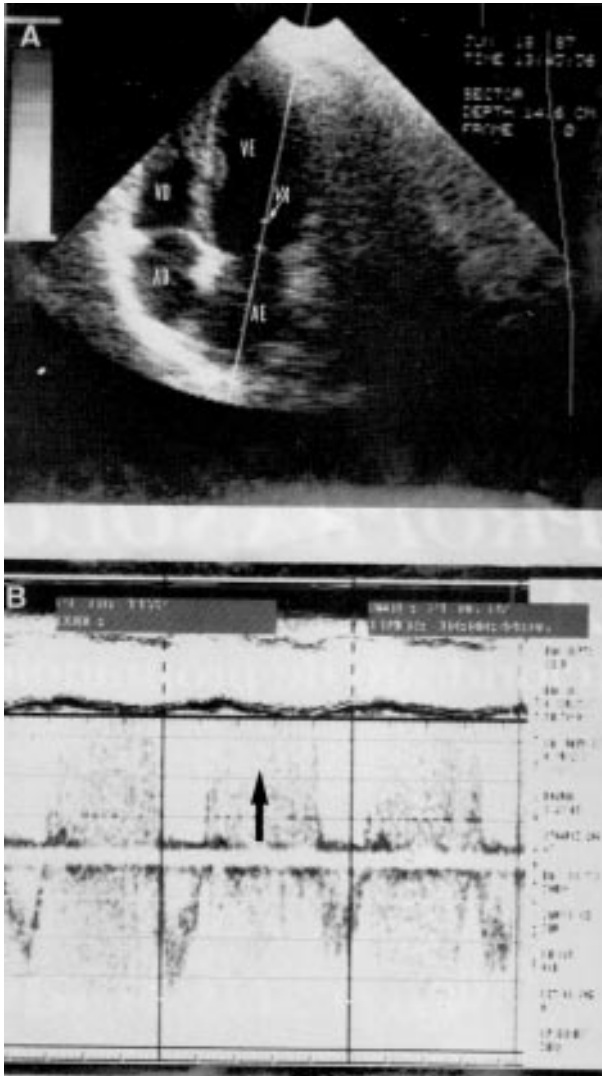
A) Ecocardiograma bidimensional obtido desde o ápex, com o “volume-amostra” posicionado na via de saída do ventrículo-esquerdo, imediatamente abaixo do plano valvar aórtico. B) Registro Doppler em análise espectral, demonstrando intensa turbulência diastólica (seta) provocada pelo fluxo de regurgitação aórtica. VE = ventrículo esquerdo. AO = aorta. AD = átrio direito. VD = ventrículo direito.
